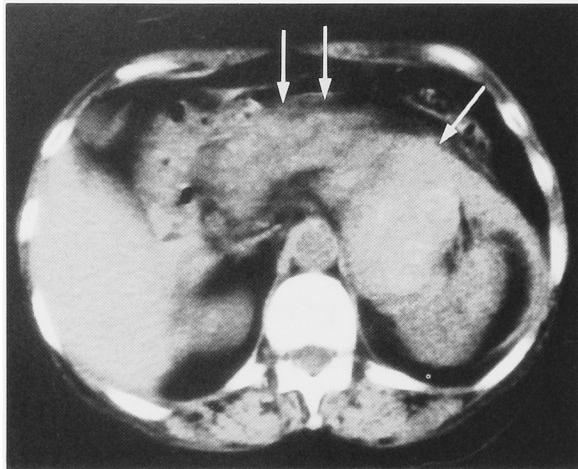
Abdominal CT scan showed swelling of pancreas (arrows) and a hematoma (right arrow) about 6 cm in diameter behind the pancreas.
